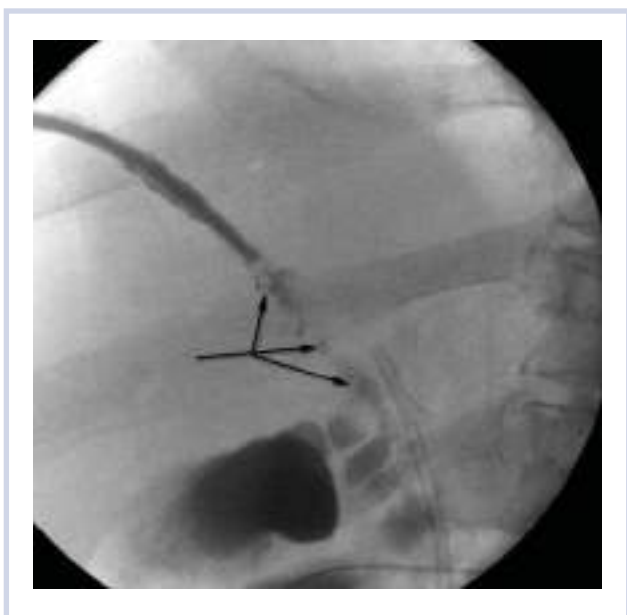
Попытка чрескожно-чреспеченочной пломбировки дренажного канала (фрагменты устанавливаемой гемостатической губки указаны стрелками), рентгенологическая картина.
